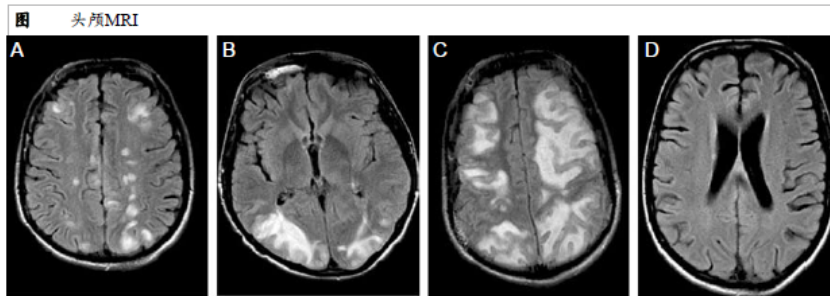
MRI FLAIR 轴位相显示在多个区域可见直径为 5-20 mm 的非强化的高信号小病灶
